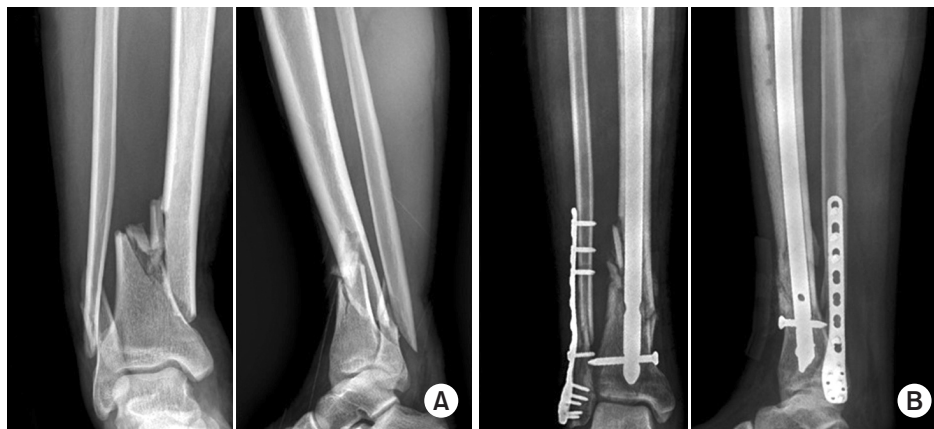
(A) Initial radiographs of a 49-year-old male show distal tibio-fibular metaphyseal simple intra-articular fracture. (B) Distal tibial fracture fixed with intramedullary nailing show a 7° valgus angulation deformity.
